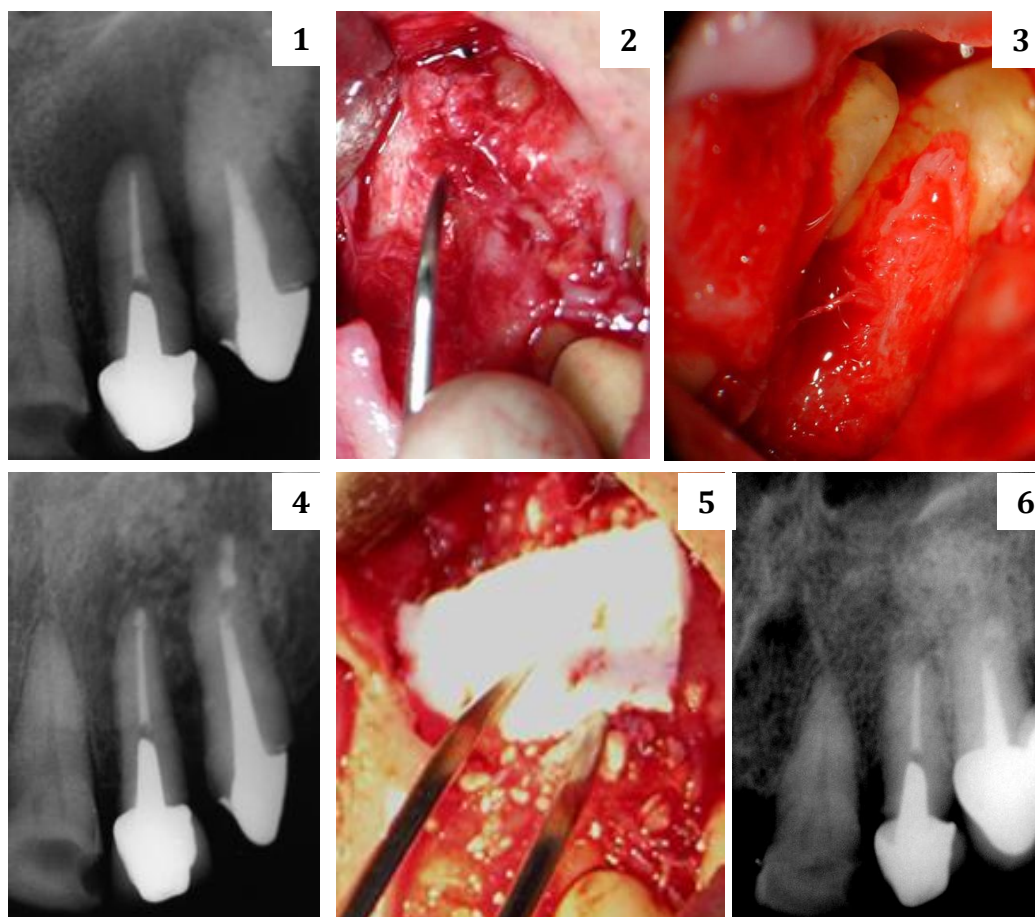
Imagem radiográfica inicial mostrando lesão periapical nos dentes 22 e 23. Fig.2: Exploração da tábua óssea vestibular por sonda exploradora na região dos dentes 22 e 23. Fig.3: Fenestração óssea vestibular comunicante. Fig.4: Imagem radiográfica Retro-obturação com Super EBA e preenchimento do defeito ósseo com enxerto. Fig.5: Membrana de colágeno sobre o enxerto. Fig.6: Imagem radiográfica de controle após seis anos.
